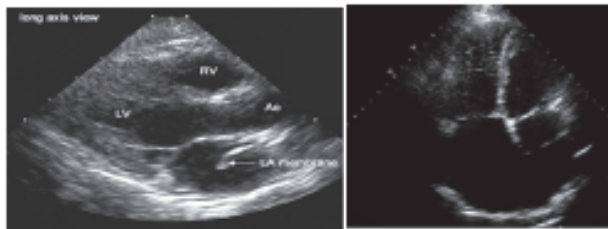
a y 11 b. Vista Apical 4 cámaras. Cor Triatriatum
